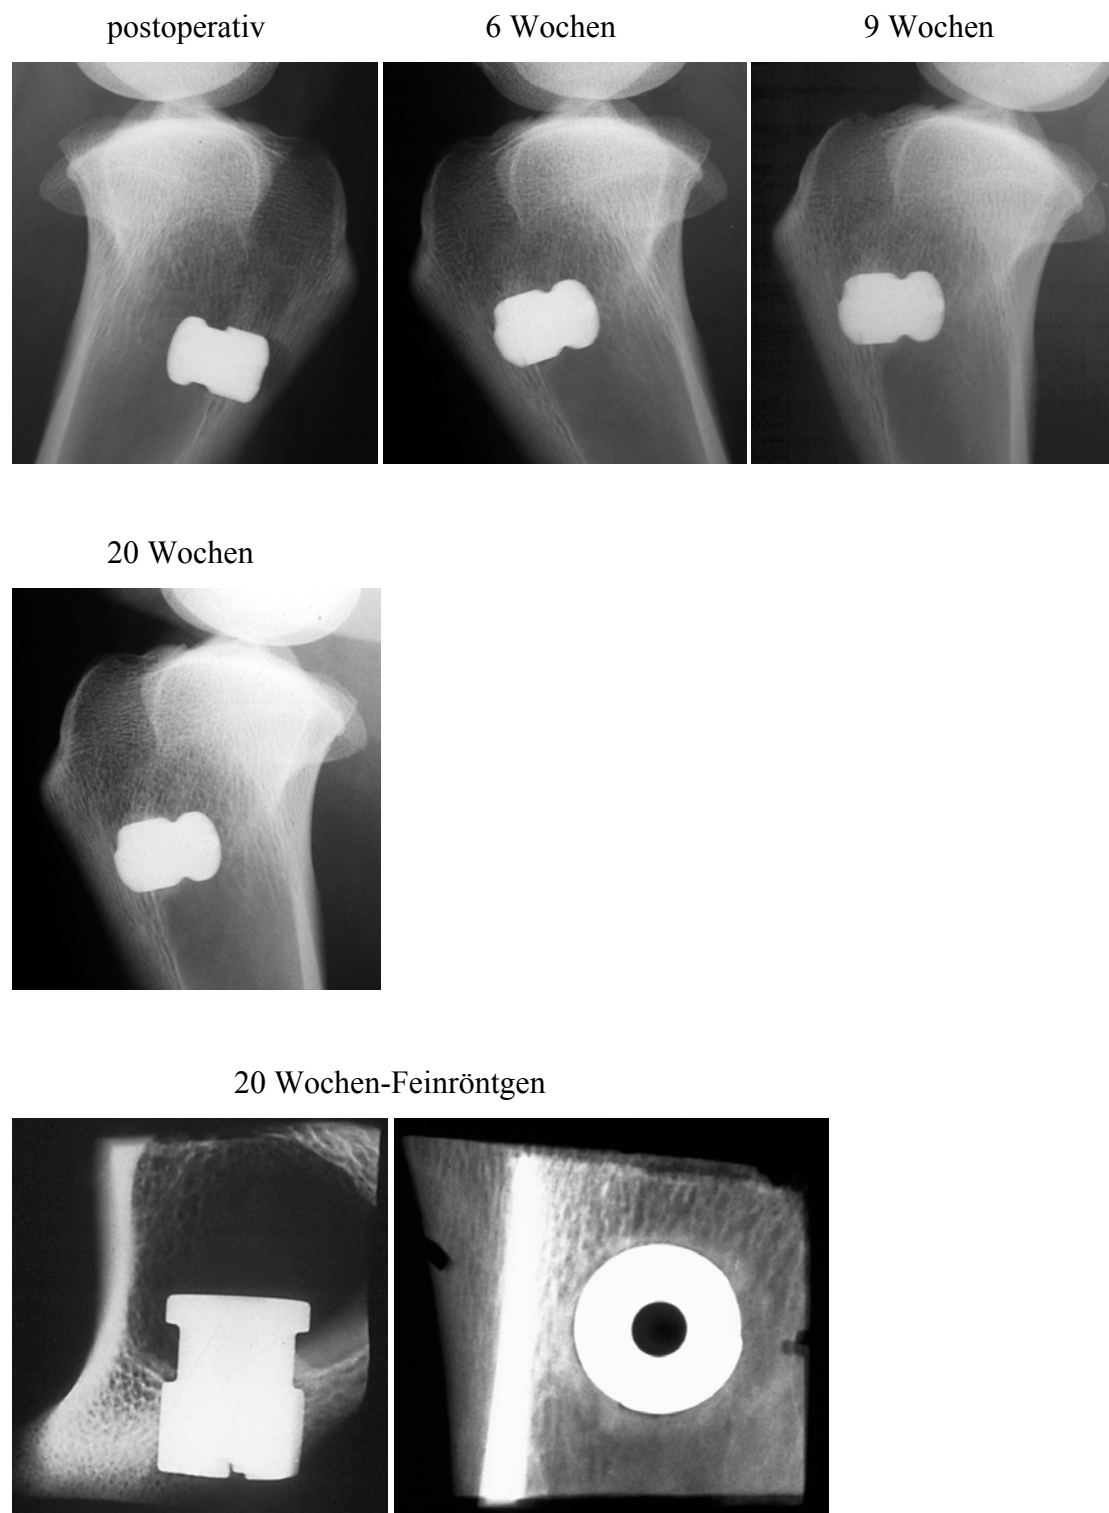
Röntgenverlaufskontrollen des rechten Zylinders (ohne BMP-2) eines 20-Wochentieres
